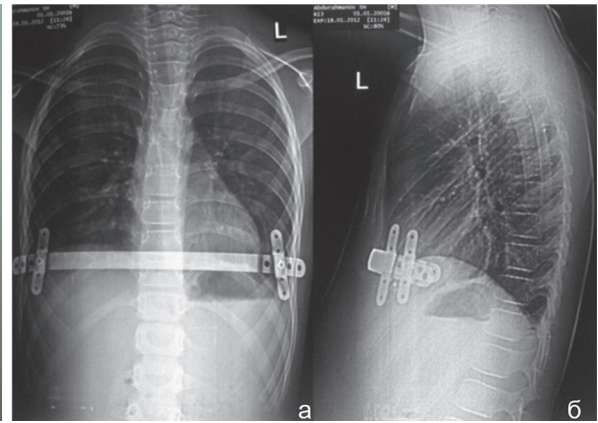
Рентгенологическая картина того же больного: а – пластина установлена на уровне IV межреберья и фиксирована к IV, V и VI ребрам; б – индекс Gіzyuka равен 1. Результат через год
